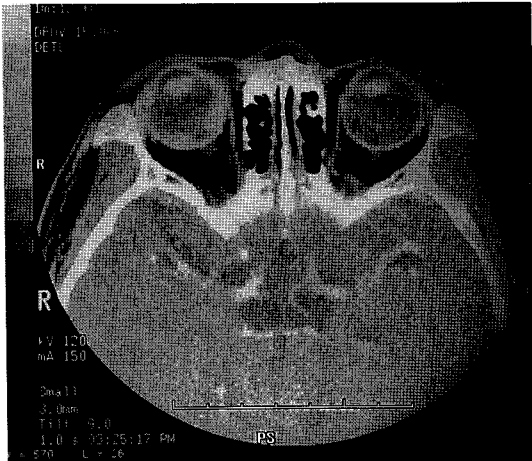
The orbital CT scan shows a lentiform high density lesion in the right posterior globe.
